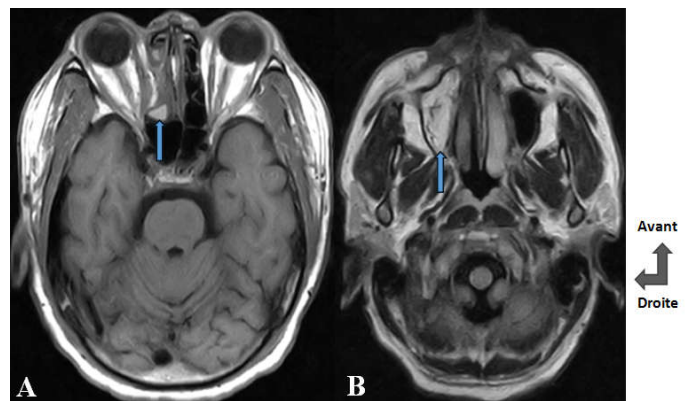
IRM Orbito-cérébrale en coupe axiale
